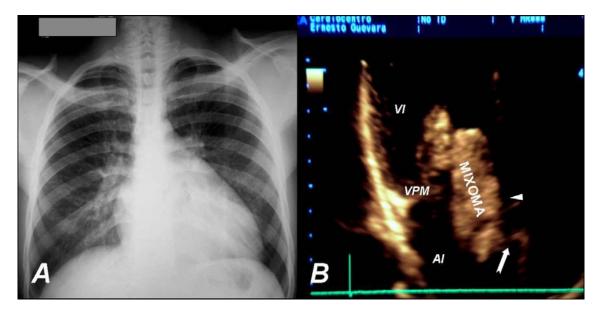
Radiografía de tórax en vista anteroposterior previa al acto quirúrgico. Obsérvese un aumento discreto de las dimensiones de la silueta cardíaca. B. Ecocardiografía transtorácica, vista apical de 2 cámaras, donde se observa una masa intracardíaca pediculada, de grandes dimensiones, adosada al *septum* interauricular (flecha), cerca de la inserción de la valva anterior mitral (cabeza de flecha). Nótese su incursión en el ventrículo izquierdo a través de la válvula. (VI: ventrículo izquierdo, VPM: valva posterior mitral, AI: aurícula izquierda).
